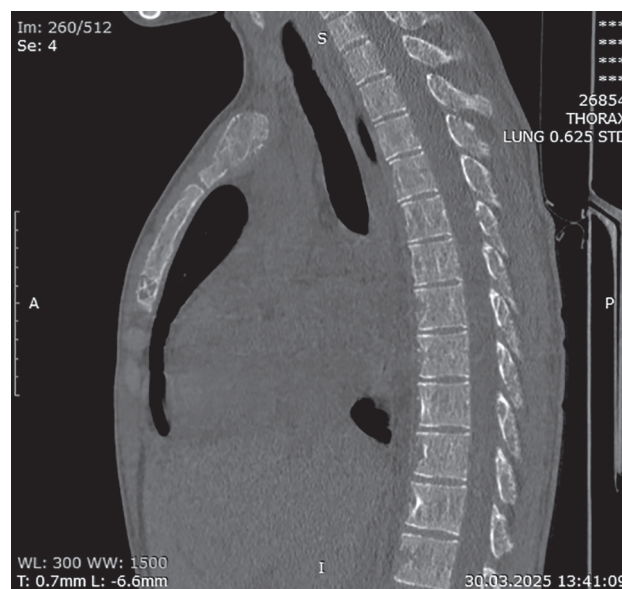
КТ органов грудной клетки. Полосатый вид позвонков возникает из-за сочетания сохранившихся трабекул с трабекулами, резорбированными за счет увеличения объема костного мозга при талассемии
